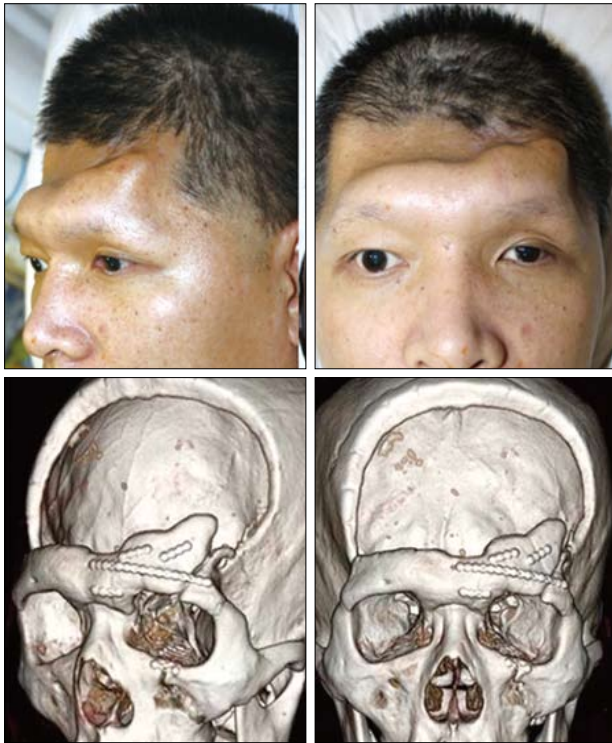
A 44-year-old man with post-traumatic frontal hollowness prior to cranioplasty. (Above, left & right) Preoperative photographs. (Below, left & right) Preoperative facial three-dimensional computed tomography findings.
